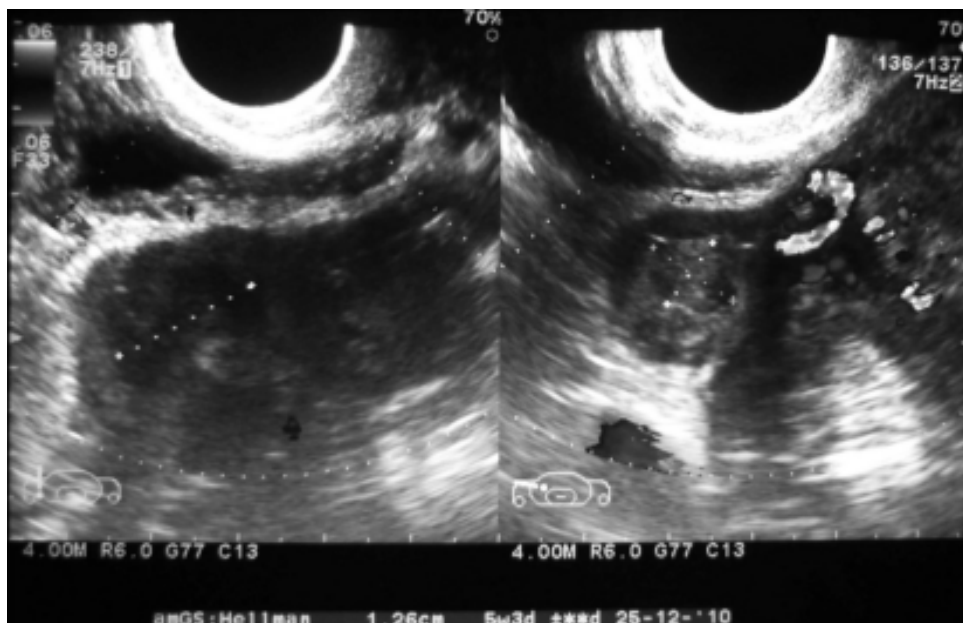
USG transabdominal. Útero con saco gestacional intrauterino.
